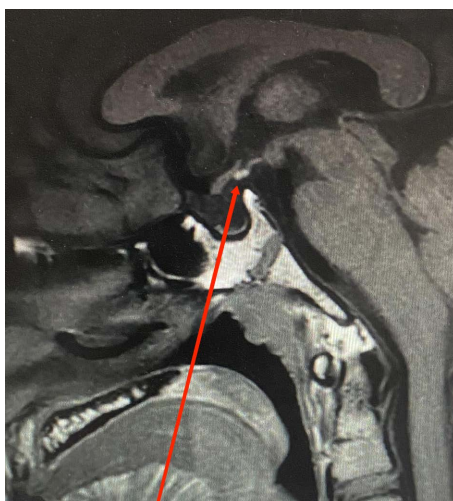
Pituitary MRI images
